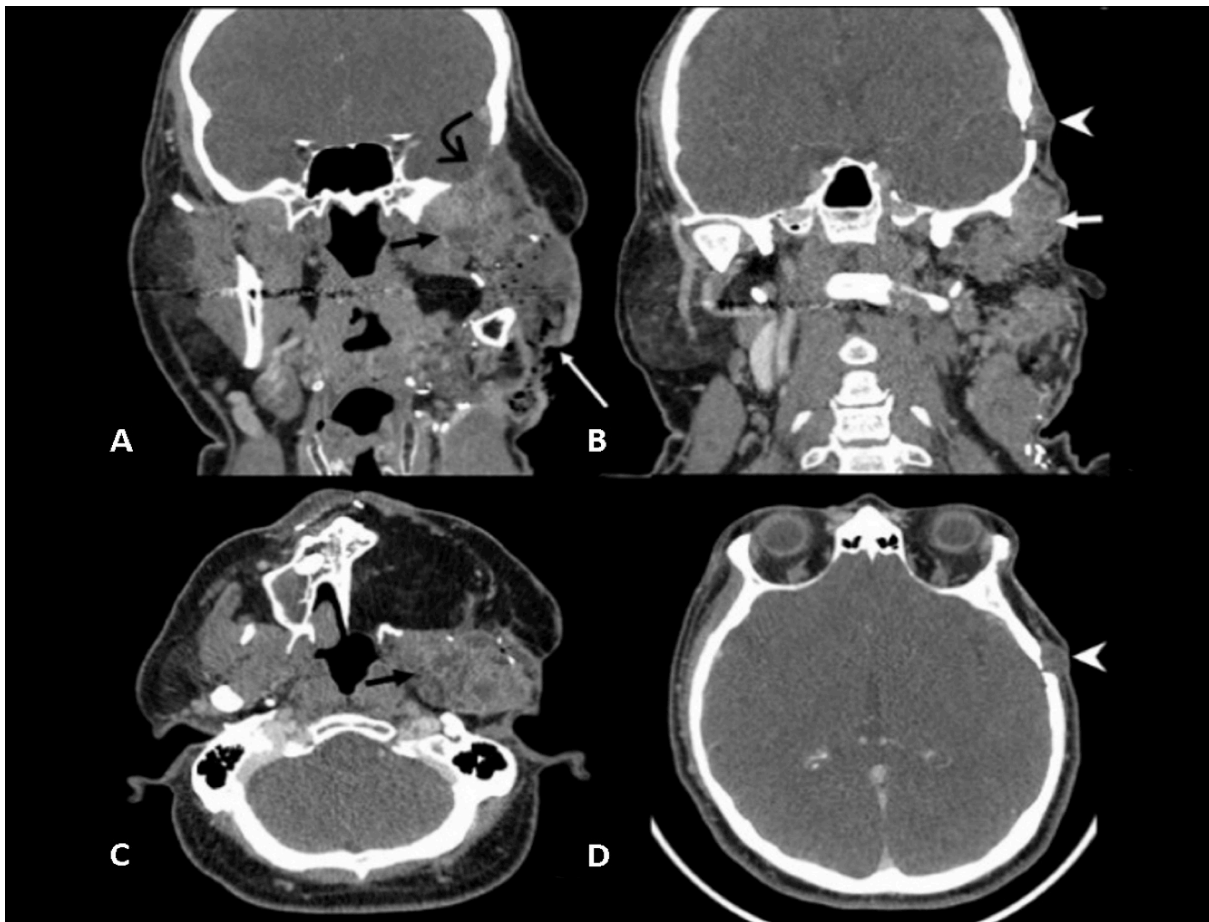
A y B tomografía de cuello contrastada, C y D, reconstrucciones coronales en cortes axiales. A, B y C la flecha negra corta señala una lesión de contornos lobulados localizada en el espacio masticatorio izquierdo que se extiende hasta la región infratemporal del mismo lado y está en estrecho contacto con la bóveda craneana y su contenido (flecha curva); la lesión contiene unas imágenes de aspecto quístico hipodensas, con paredes que se realzan con la administración de contraste, dando el aspecto de "burbujas de jabón". La cabeza de flecha (B y D) señala el lugar de la tabla ósea del parietal donde se encontraba la metástasis resecada. Fuente: los autores.
